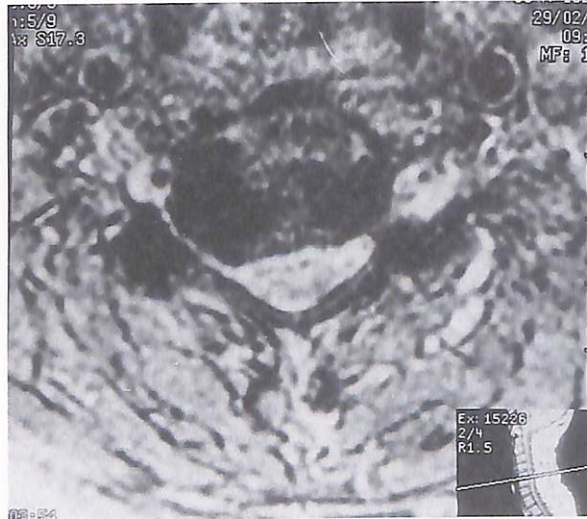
Corte axial en IRM en el que se puede cuantificar el índice de compresión (diámetro sagital/diámetro transversal x 100).
